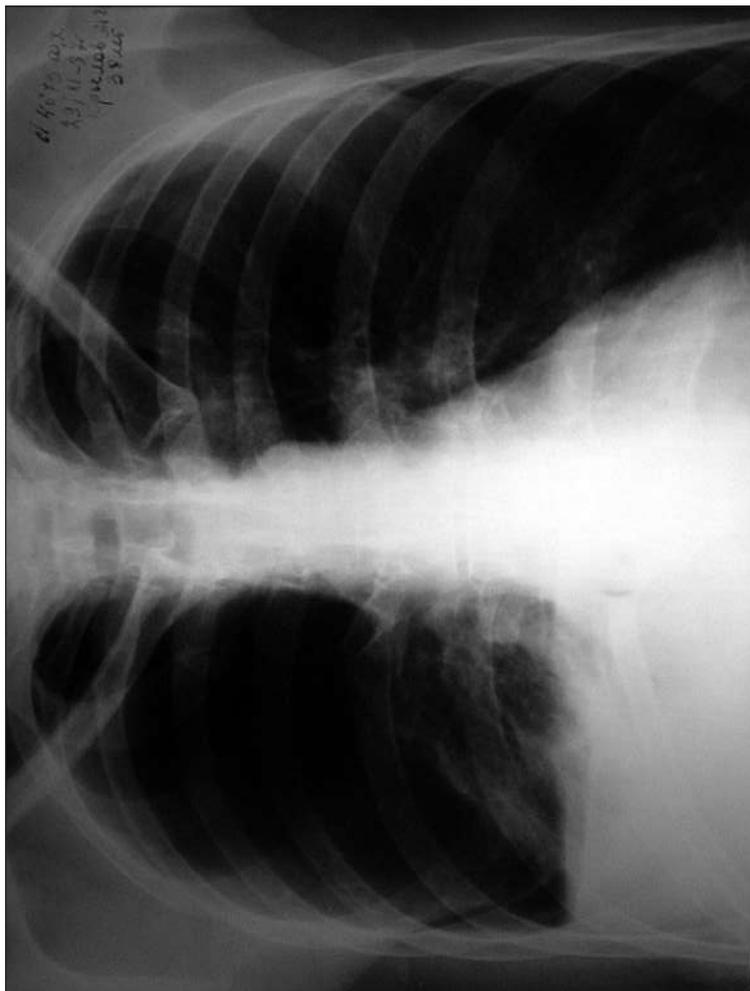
Обзорная рентгенограмма грудной клетки. Гидропневмоторакс справа
